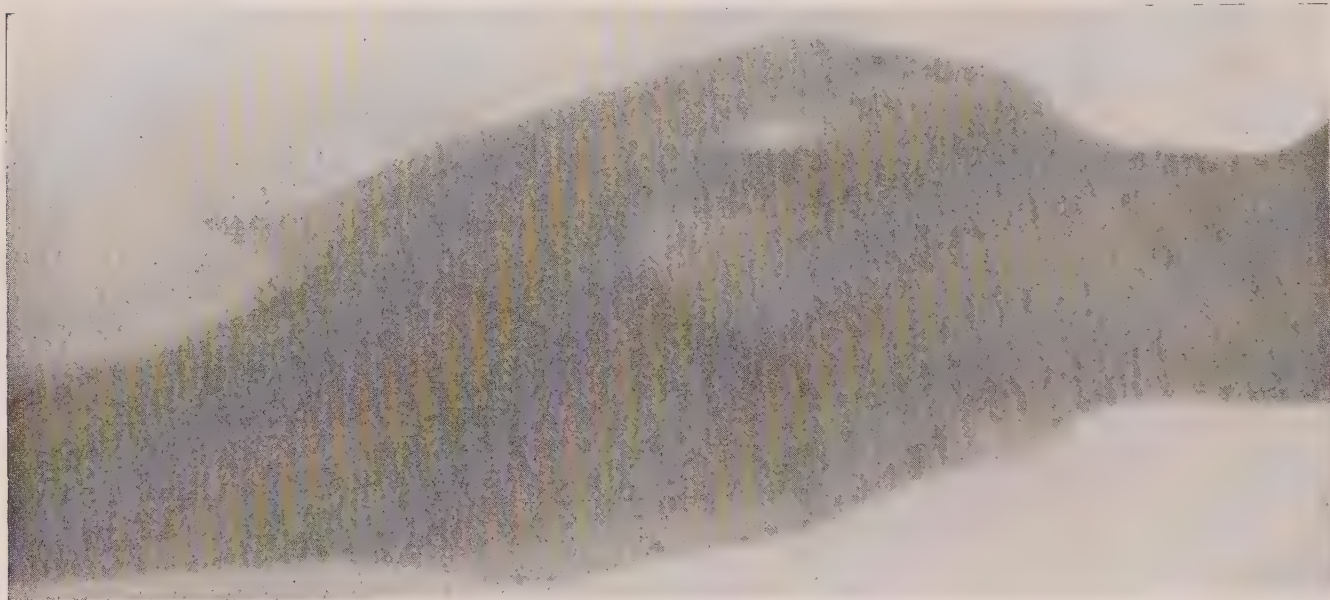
Fall 7. Röntgenbild.
